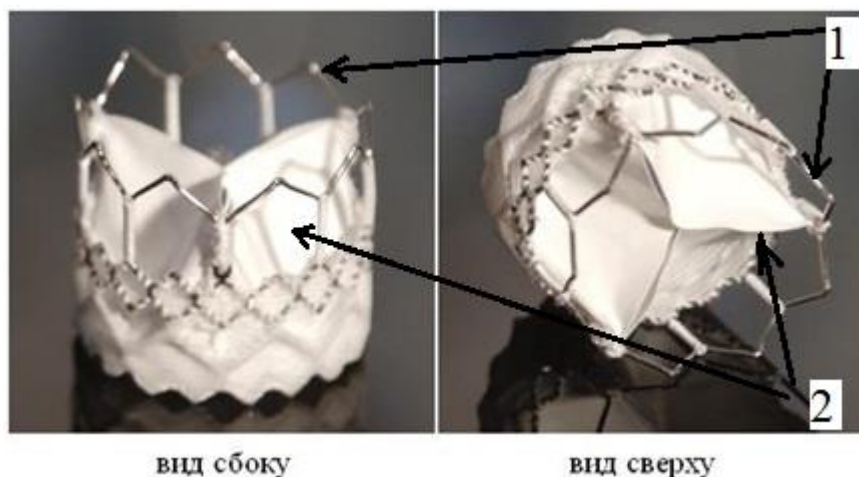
Протез аортального клапана «МедЛАБ-КТ» (1 – баллон-расширяемый стент; 2 – створки из пластины ПТФЭ)
